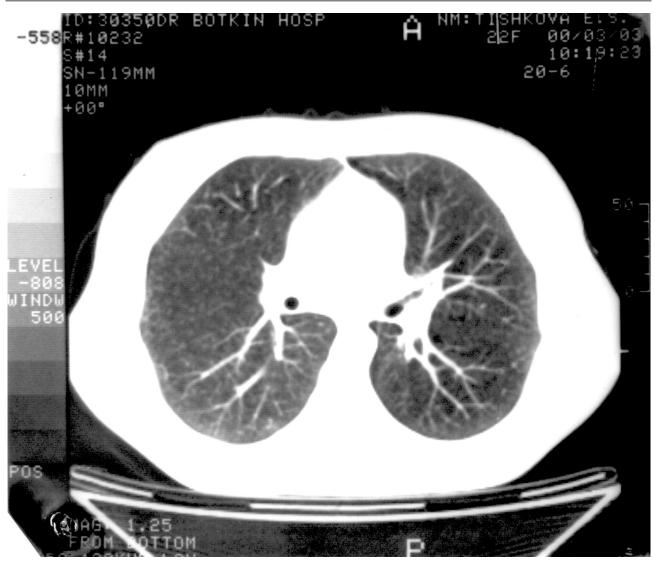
Компьютерная томограмма легких больной Т. с явлениями васкулита
